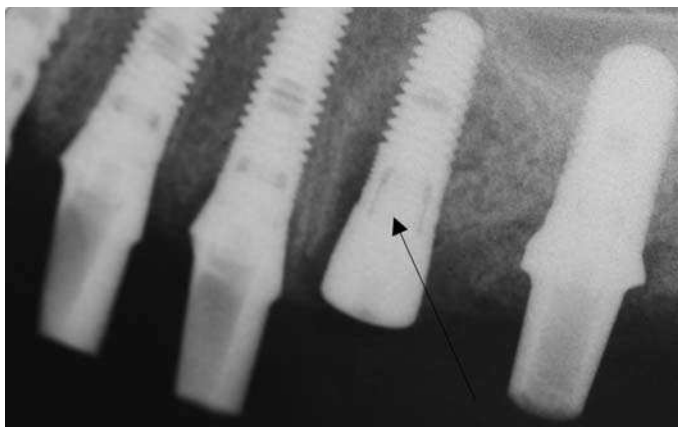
Imagen radiográfica periapical de un implante posterior a exodoncia en el sitio 13. El clínico utilizó varias estrategias para aumentar la estabilidad primaria: fresar 5 mm de profundidad a partir de la base del alvéolo, generar una osteotomía con un diámetro apical menor que el del implante, colocar un pilar de cicatrización con perfil de emergencia que presione las paredes alveolares y no cargar el implante en la inserción.
